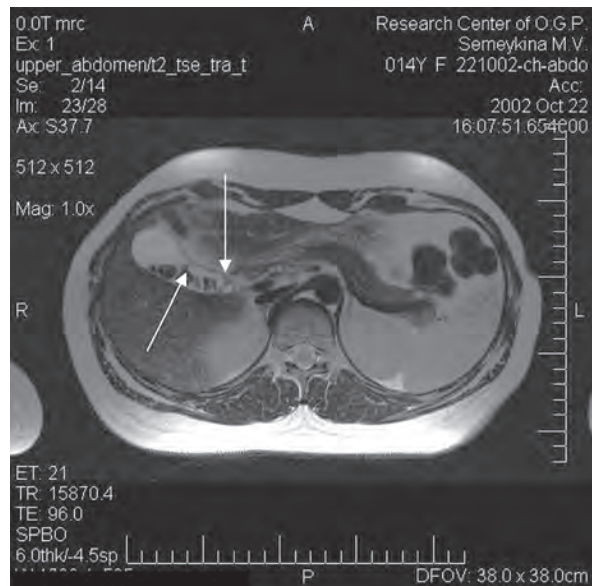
МРТ. На МР-томограмме желчный пузырь заполнен неоднородным содержимым. В области шейки отмечается перетяжка. В полости множественные конкременты неправильной округлой формы
